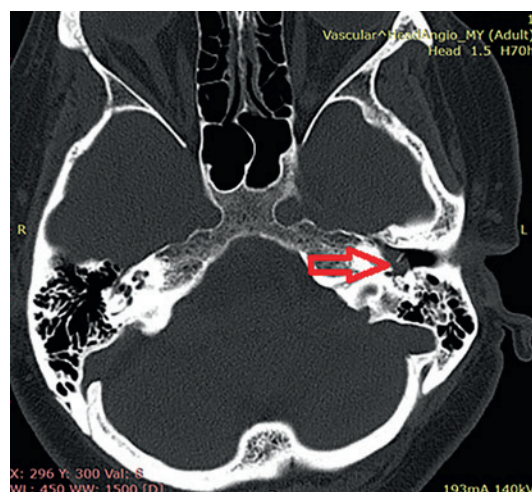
КТ височных костей (нативное исследование) пациента с параганглиомой среднего уха
